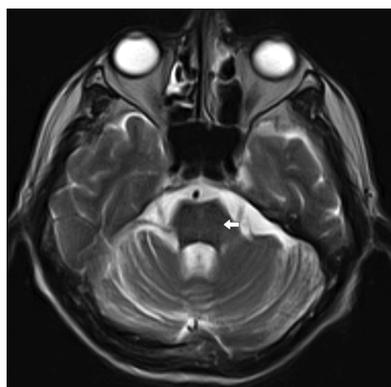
МРТ головного мозга (сентябрь 2018 г.). Субатрофические изменения структур варолиева моста. Симптом «креста» (указано стрелкой)
